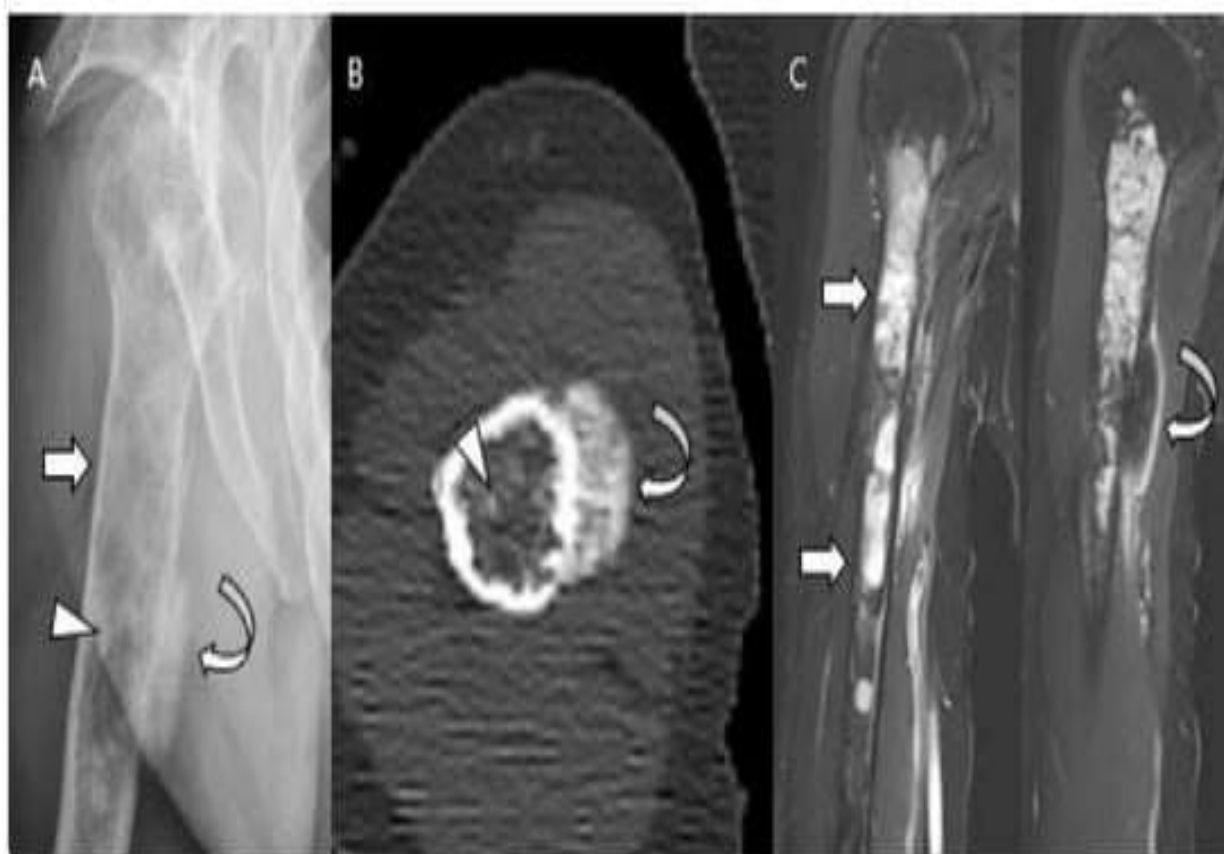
Chondrosarcome dédifférencié de l'humérus chez un homme de 54 ans. (A) La radiographie standard montre une vaste lésion mixte lytique et sclérotique de l'humérus avec festonnement endostéal (flèche). Notez la minéralisation de type chondral dans la cavité intramédullaire (tête de flèche) et la minéralisation de type ostéoïde au niveau de la zone juxtacorticale (flèche courbe). (B) La tomodensitométrie axiale révèle également la minéralisation intramédullaire de type chondral (tête de flèche) et la minéralisation juxtacorticale dense de type ostéoïde (flèche incurvée). (C) Les images coronales pondérées en T2 avec suppression de la graisse montrent une lésion intramédullaire à signal élevé (flèches) avec extension extra-osseuse ostéoblastique (flèche courbe), suggérant une composante dédifférenciée de l'ostéosarcome. [13]
